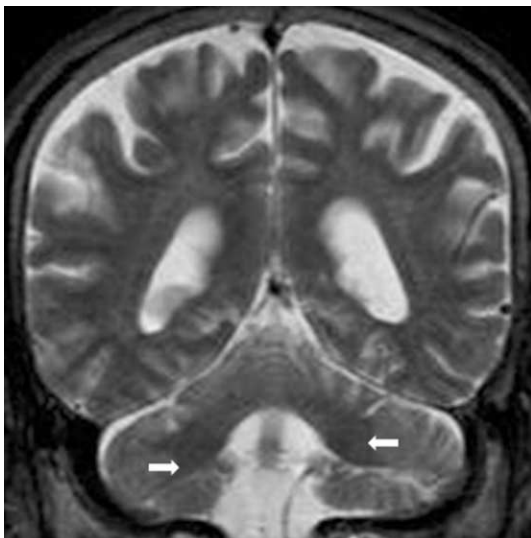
Coronal T2-weighted MR image. Both middle cerebellar peduncles vertically running (arrows).
